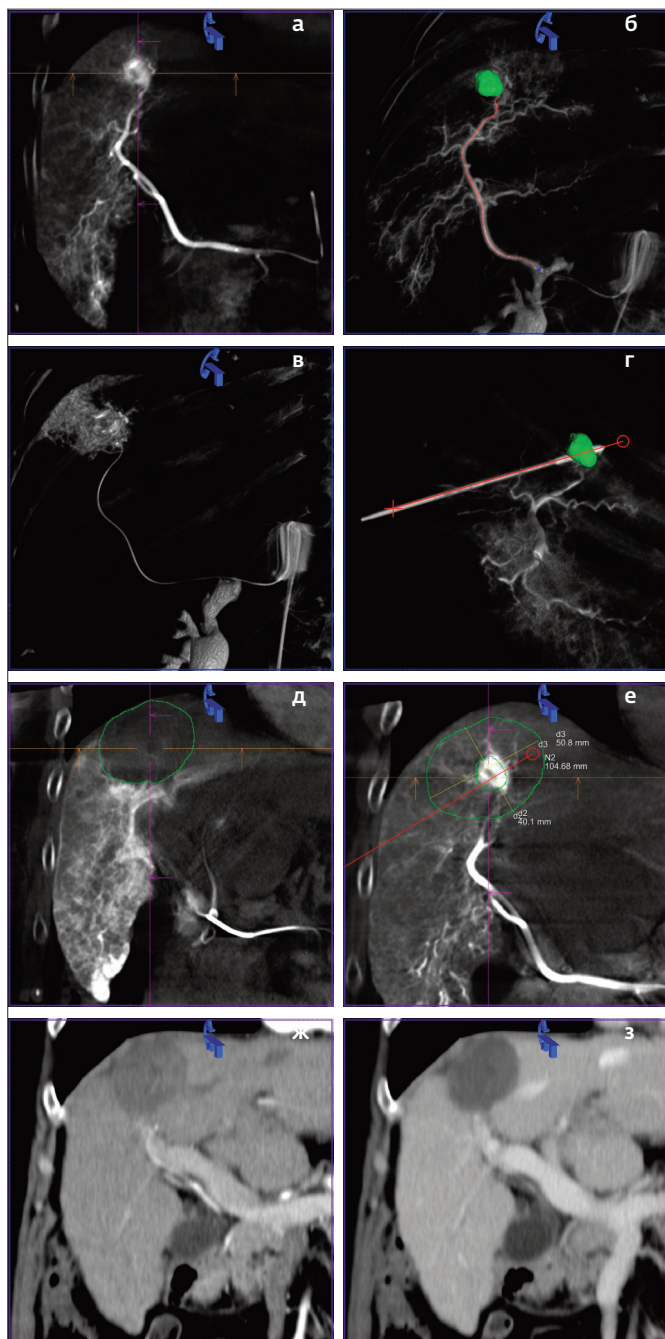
(а-з). Комбинированное локорегионарное лечение ГЦР стадии VCLC о: а. ПДКТ-АФАГ – определяется единственный узел ГЦР размерами 17х16х15 мм; б. Сегментация узла ГЦР и выделение питающего сосуда в полуавтоматическом режиме; данные переданы на рентгеноскопические мониторы для облегчения суперселективной катетеризации и проведения ссХЭ-ЛНМ; в. Суперселективная ПДКТ-АФАГ через микрокатетер для подтверждения кровоснабжения узла ГЦР из целевой артерии – отмечается равномерное накопление КП, возможно проведение ссХЭ-ЛНМ; г. Этап установки антенны для МВА в целевой узел ГЦР (через 1 мес. после ссХЭ-ЛНМ); д. Контрольная ПДКТ-КФИАГ сразу после МВА для визуализации зоны абляции (51х40х38 мм) и содержащегося внутри нее «призрака опухоли» (благодаря ранее выполненной ссХЭ-ЛНМ); е. Использование режима FUSION для слияния данных о зоне абляции с данными об опухоли (до ссХЭ-ЛНМ) как дополнительного варианта определения минимального края абляции (более 10 мм); ж, з. Артериальная и портальная фазы МСКТ через 3 мес. после локорегионарного лечения – данных за локальное прогрессирование и локальный рецидив заболевания нет.
